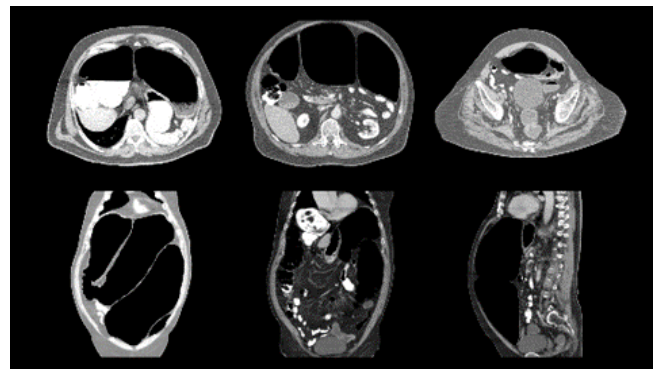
Computed tomography image in which the entire colon is severely dilated, the diameter of the cecum reaches approximately sixteen cm, and the rectum lumen is collapsed. No abnormal features blocking the lumen or impeding intestinal transit were found.
